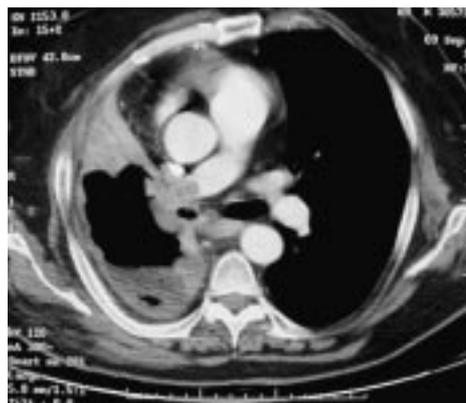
Carcinoma escamoso de pulmón causante de hemoptisis de "alto riesgo". En la imagen de TAC se aprecia invasión tumoral de bronquio principal y arteria pulmonar derechos.
